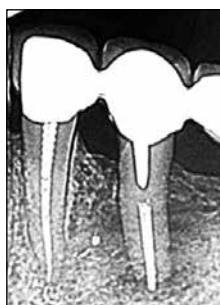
Рентгенологическая картина через 6 месяцев после начала лечения
